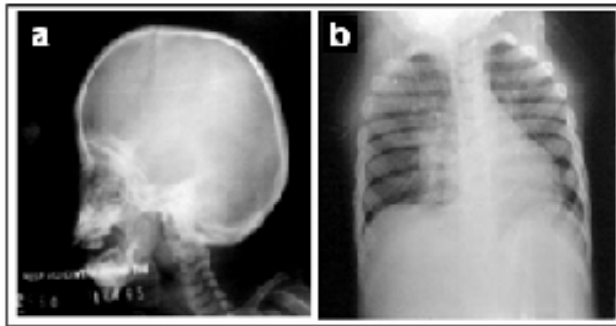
Radiografías de cráneo (a) y tórax-abdomen (b). Se observan signos radiológicos característicos de la disostosis múltiple como engrosamiento del cráneo y deformidad de la silla turca, con tendencia a tener forma de J, así como costillas planas y anchas.
